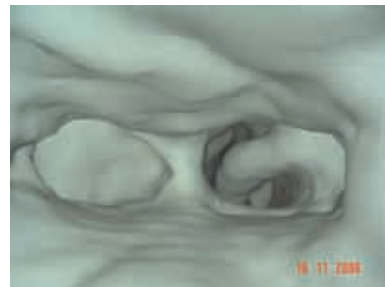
TDM 3D (forme membraneuse)
